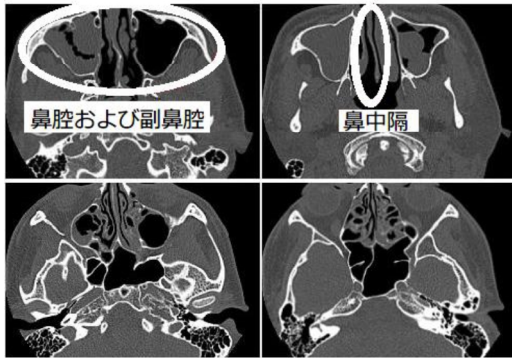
Nasal cavity/Sinus CT Data(Adult male).
